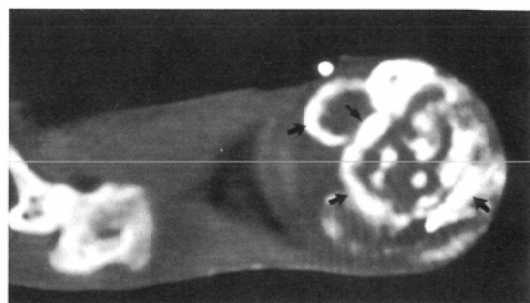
CT of the VX-2 tumor immediately after the administration of lipiodol: Accumulation of lipiodol in the tumor was shown (arrows).
